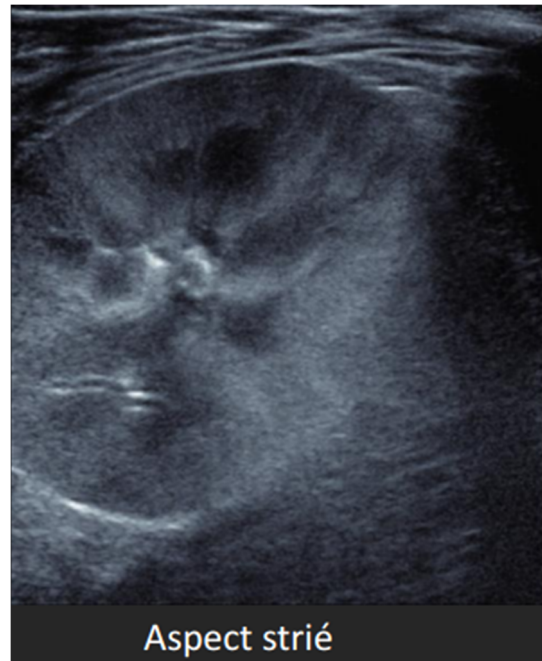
Aspect échographique évoquant une pyélonéphrite [97]
